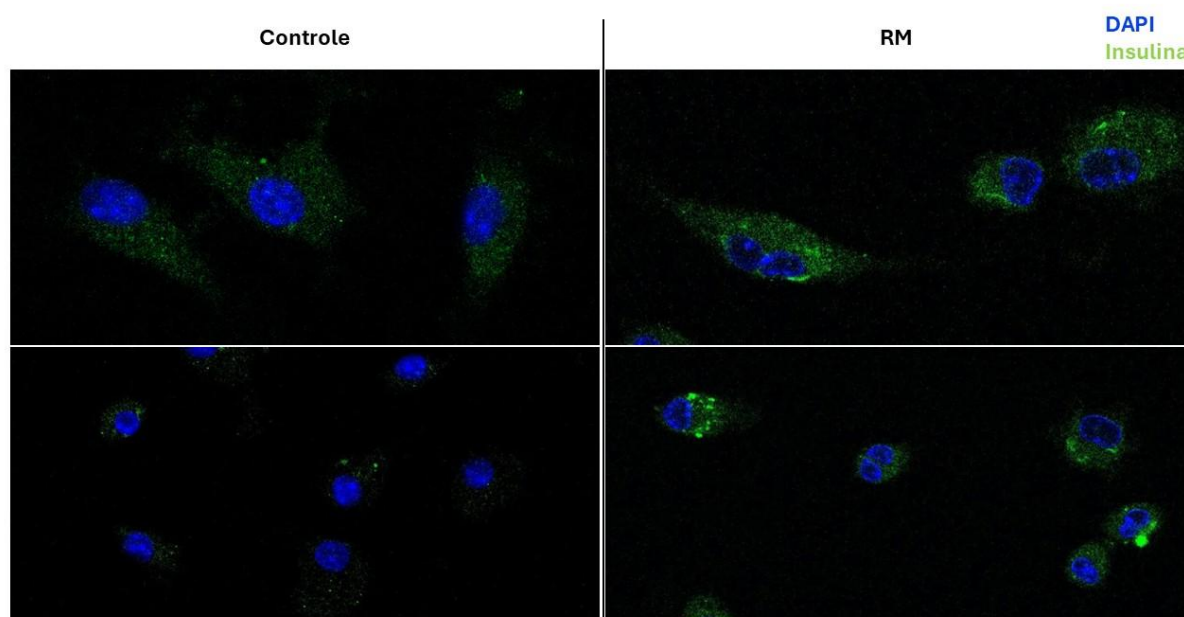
Fotomicrografias de fluorescência para análise da presença de grânulos de insulina no citoplasma de linfócitos B-1 cultivados com meio R10 (Controle) ou submetidos à reprogramação metabólica (RM) - cultivo suplementado com 1,2 µg/mL de Crotoxina e 20 mM de glicose por 3 dias, fase de expansão e, posteriormente, com Nicotinamida 10 mM e 30 mM de glicose, por mais 3 dias, na fase de diferenciação em células produtoras de insulina, por imuno-marcação de insulina. Contraste de fase= fotomicrografia em campo de luz, DAPI (em azul) = núcleo celular, Insulina (em verde) = insulina. Aumento 1000x.
